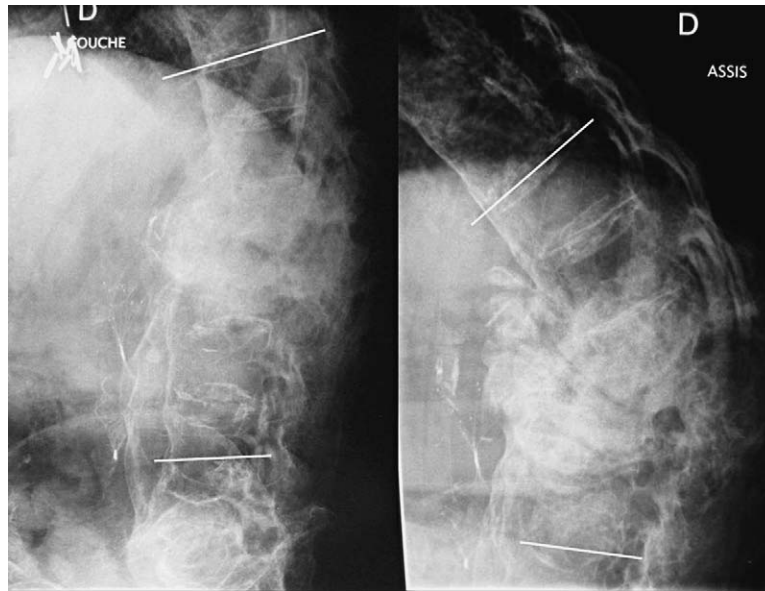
Charcot spine in a paraplegic patient (case report 1), as revealed by a lateral X-ray of the lumbar spine in the lying position (3A) and sitting position (3B). The latter image reveals major instability of the spinal lesion, with 50° of kyphosis in the sitting position (versus 16° in the lying position).
